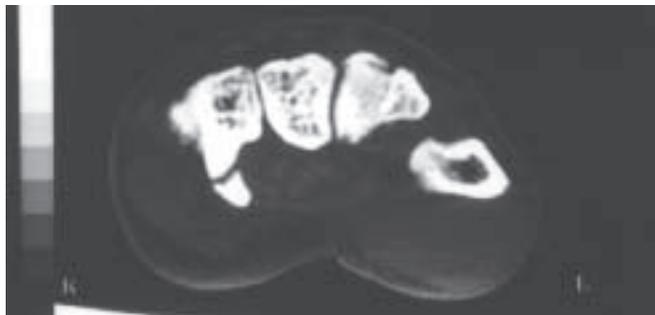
Tomografia computadorizada mostrando a fratura do hêmulo do hamato
